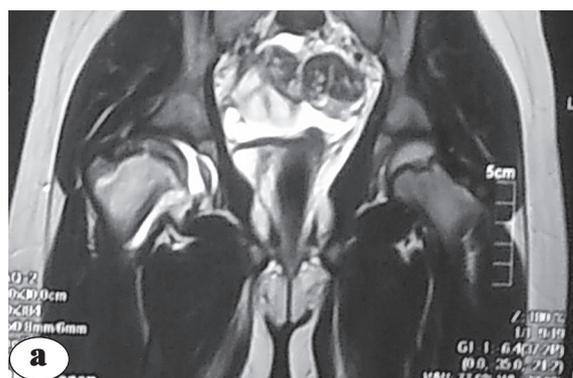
Данные лучевых методов исследования пациентки К., 10 лет, после лечения: а – МРТ; б – рентгенограмма в передне-задней проекции; в – рентгенограмма в боковой проекции
